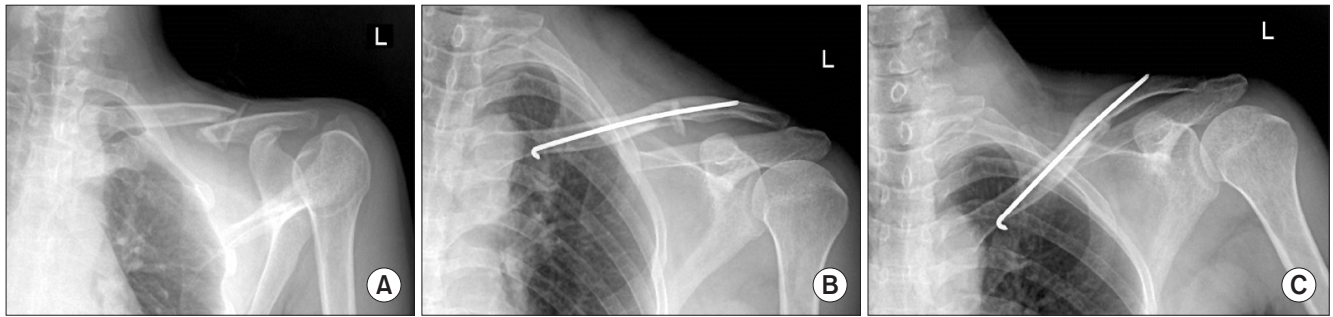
(A) Picture shows the displaced clavicle shaft fracture as Robinson classification type 2B1. (B) Immediate postoperative radiograph shows a well-reduced clavicle with percutaneous Steinmann pin fixation. (C) Radiograph from postoperative 12 weeks shows bone union.
